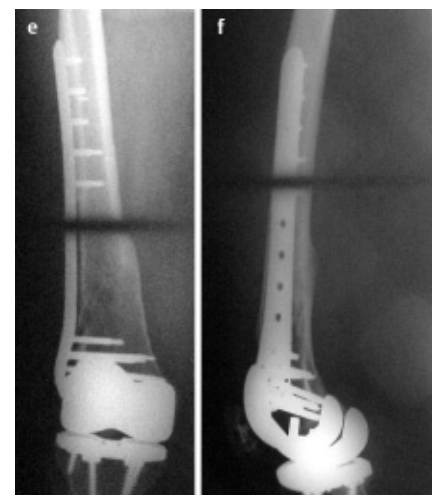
Röntgenkontrolle nach 3 Monaten, achsengerechte knöcherne Heilung.
